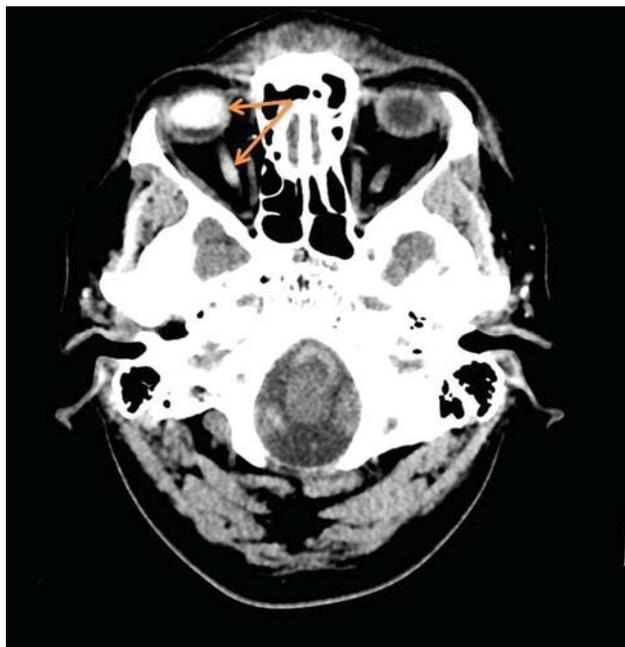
Corte axial de TC sin contraste, material hiperdenso en globo ocular derecho y trayecto del nervio óptico (flechas) en relación con aceite de silicona intravítreo utilizado como agente tamponador en el desprendimiento de retina y migración del mismo al nervio óptico.
